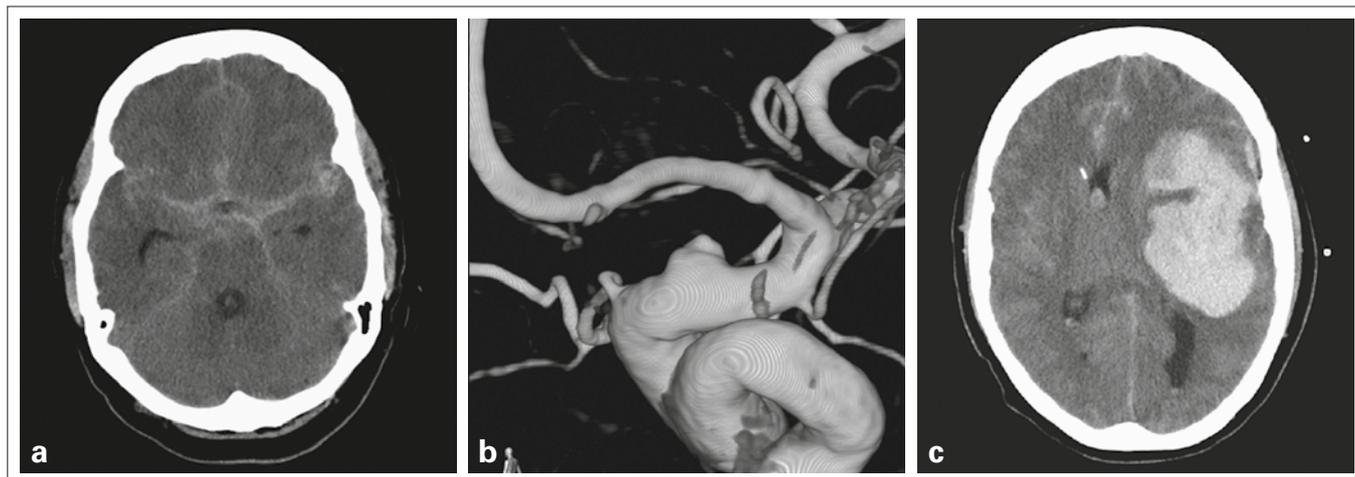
Die 73-jährige Patientin stürzte zuhause, bei Eintreffen des Notarztes war die Patientin somnolent. Das CT (a) zeigte eine basale Subarachnoidalblutung und die Angiographie bestätigte ein kleines halbkugelförmiges Aneurysma (b). Innerhalb weniger Stunden, unmittelbar vor der geplanten Implantation eines flusskorrigierenden Stents, verstarb die Patientin an einer ausgeprägten Reblutung (c).
